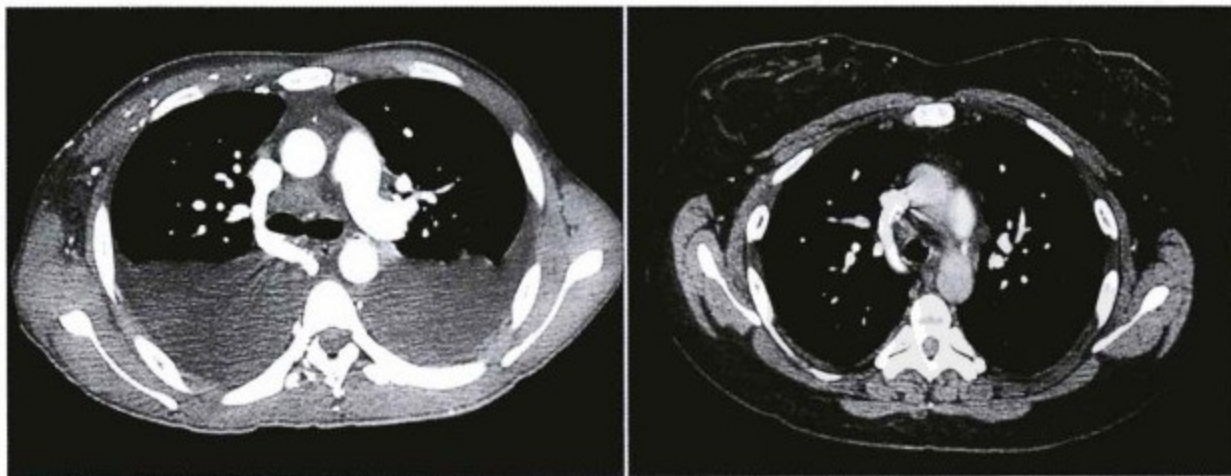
奇静脉和心包疾病。心包的静脉回流汇入奇静脉,奇静脉最终在右肺动脉上方进入上腔静脉。引起心脏受压的心包疾病,例如心包缩窄或心包压塞,可导致中心静脉压升高,引起腔静脉及其分支扩张。左图(增强 CT)显示一严重心包缩窄病例,上腔静脉和奇静脉扩张。奇静脉扩张非常显著,其中心静脉压接近30mmHg。因为胸腔的静脉回流汇入奇静脉和半奇静脉,所以毫无疑问,双侧胸腔积液可使流体静力压增加。右图,同样 CT 增强图,显示一中等程度心包缩窄病例,奇静脉中等扩张,但不伴有胸腔积液。
